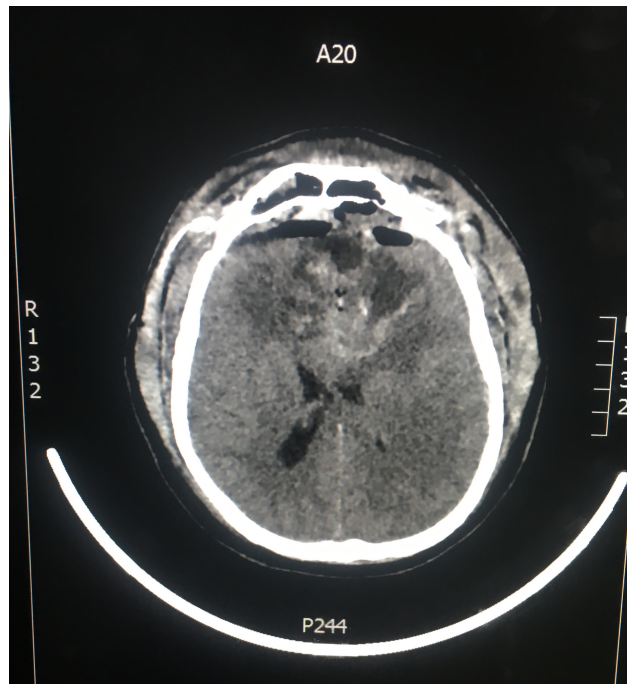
Tomografía axial computarizada de cráneo simple del primer día posquirúrgico
